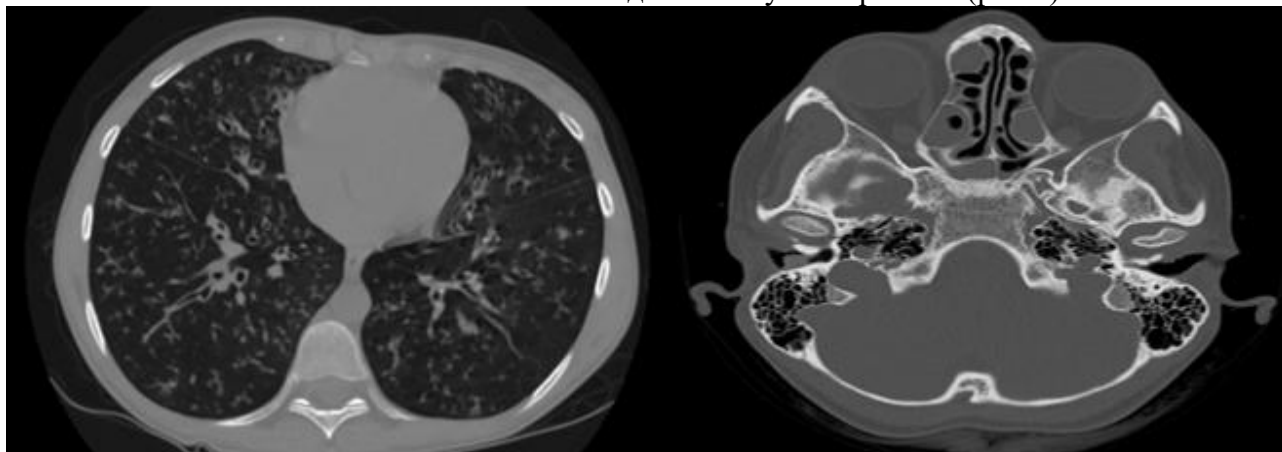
Результат КТ органов грудной клетки (слева) и околоносовых пазух (справа)
